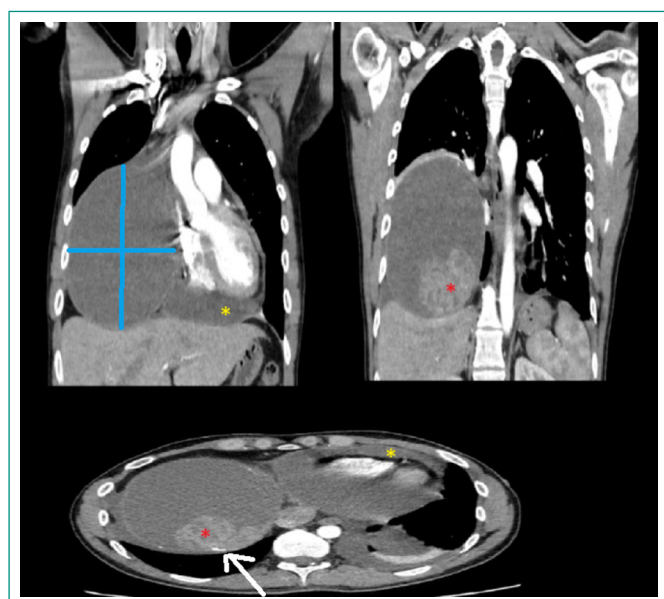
TAC de tórax. Planos sagital y transverso. Se muestra lesión quística de gran tamaño (flechas azules) con contenido heterogéneo en su interior (asterisco rojo) y calcificaciones (flecha blanca). Además, presencia de derrame pericárdico moderado (asterisco amarillo).
